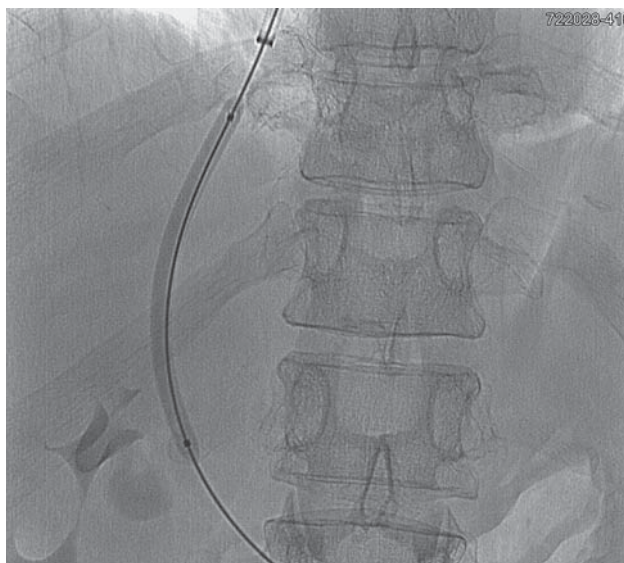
Рентгенограмма. TIPS, баллонная пластика канала в паренхиме печени.
